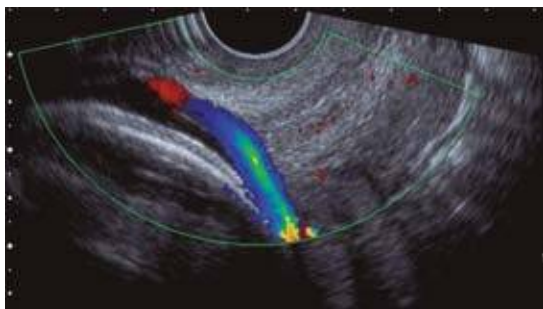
Pulsatilidad de *vasa previa* en la ecografía con Doppler color. Caso 1: en la imagen puede visualizarse la pulsatilidad de la arteria umbilical mediante la aplicación de Doppler color, que conforma los *vasa previa*.
